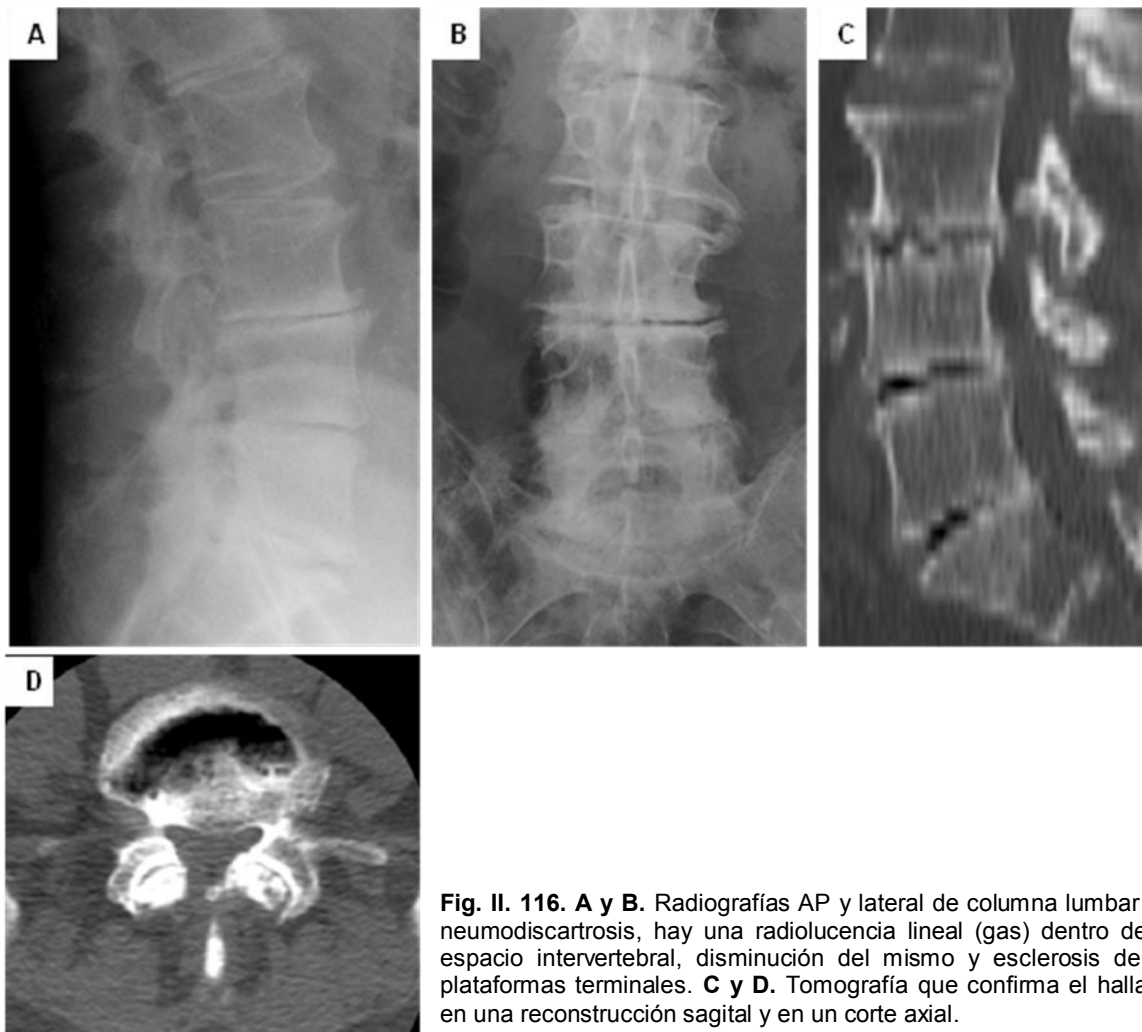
116. A y B. Radiografías AP y lateral de columna lumbar con neumodiscartrosis, hay una radiolucencia lineal (gas) dentro de un espacio intervertebral, disminución del mismo y esclerosis de las plataformas terminales. C y D. Tomografía que confirma el hallazgo en una reconstrucción sagital y en un corte axial.
